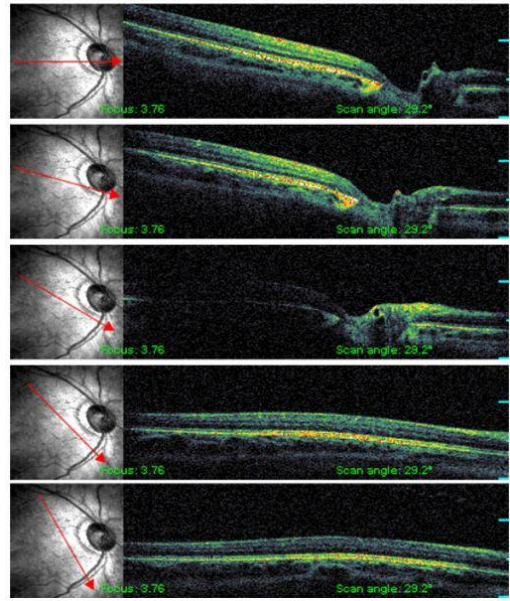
Olgu 1'in sağ gözüne ait seri optik koherens tomografi kesitleri.
